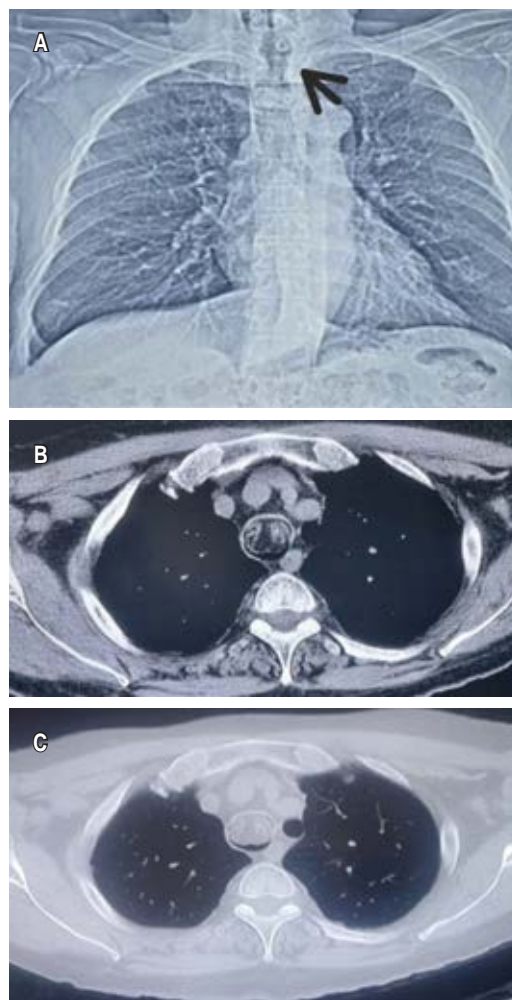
A) Radiografía de tórax, se observa estenosis traqueal (flecha). B) Ventana mediastinal, muestra una masa de 2 × 3 cm que surge de la pared anterior de la porción media de la tráquea ubicada seis anillos por encima de la carina. C) Ventana pulmonar.
